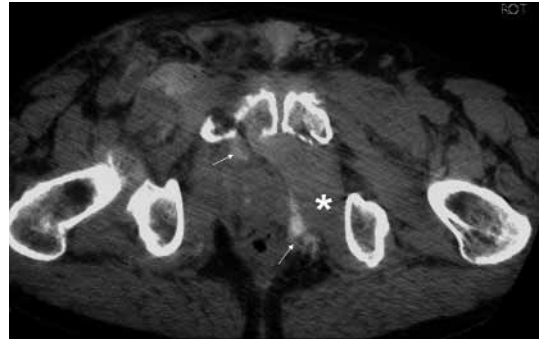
Las imágenes TC muestran fractura de las ramas ileo e isquiopúbicas con hematoma en el músculo obturador interno izquierdo (*) y extravasación de material de contraste en el tracto urinario por encima (flechas) y por debajo del diafragma urogenital.
